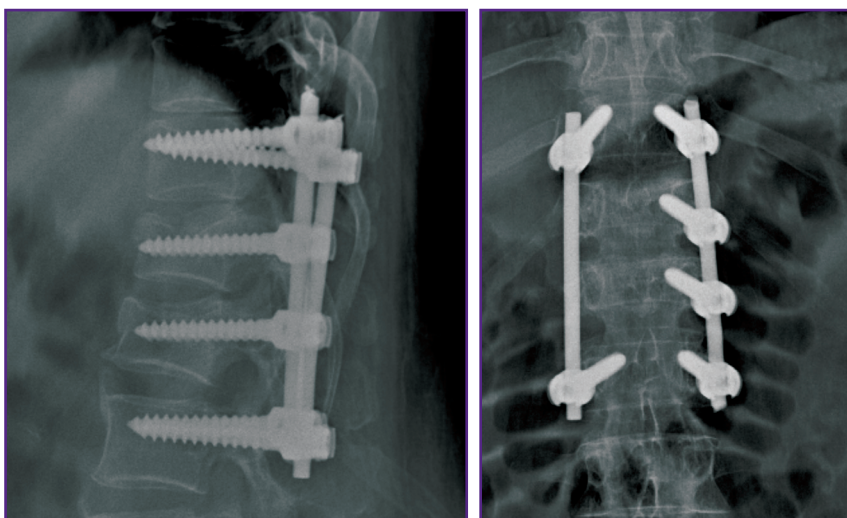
Рентгенограммы переходного грудопоясничного отдела позвоночника больной И. после выполнения транспедикулярной фиксации
